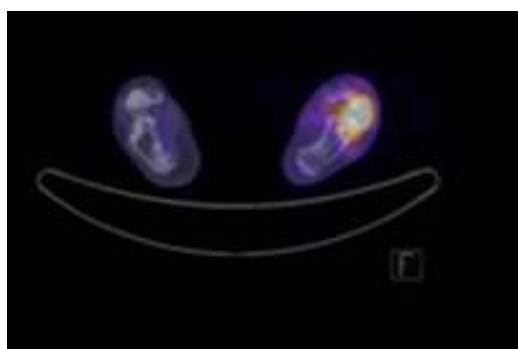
SPECT-CT, corte axial en donde se observa actividad tumoral en hueso astrágalo izquierdo con extensión a hueso calcáneo.
